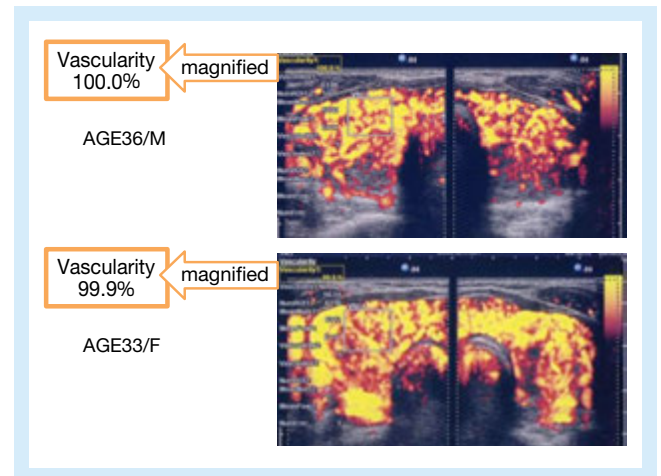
Semi-quantitative Vascularity index in Power Doppler Sonography showing transverse scans of the right lobe in the typical cases of GD
